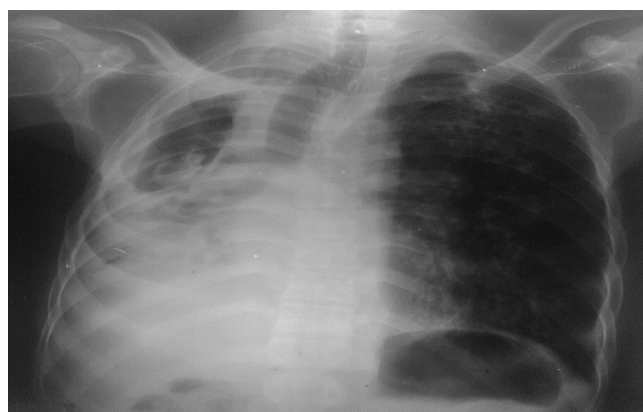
Radiographie du thorax face (opacité rétractile de l'hémichamps droit avec une lésion hyperclaire parsemée d'opacité).
